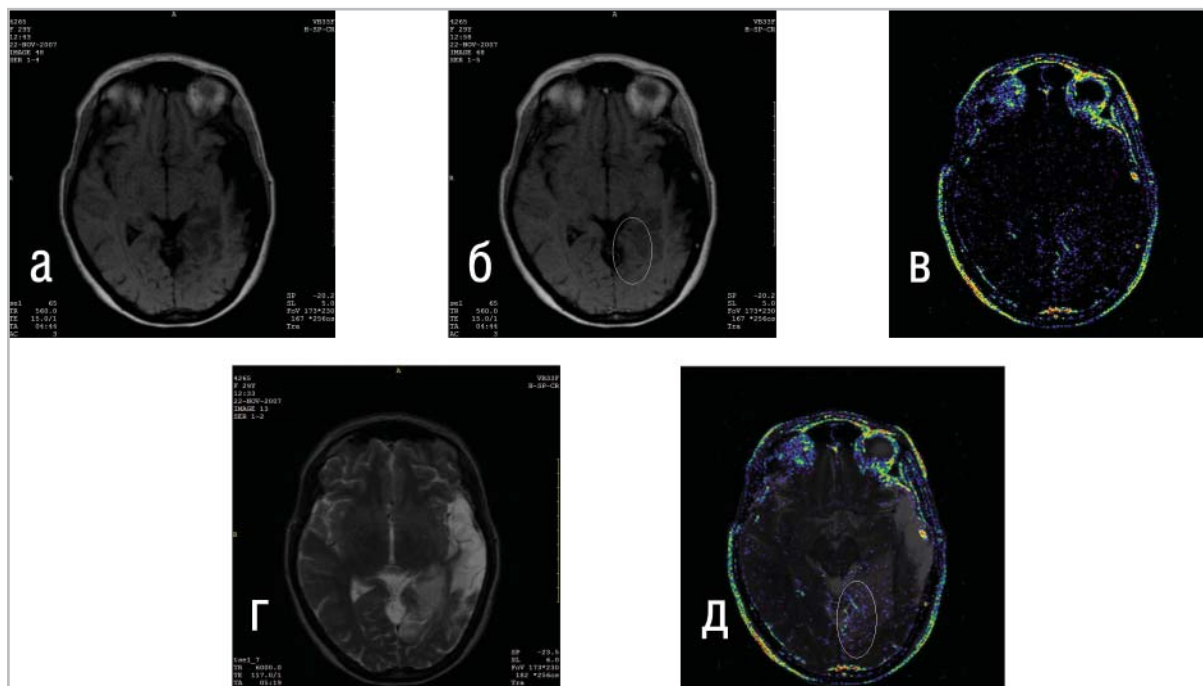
Перинфарктный тип накопления контраста-парамагнетика в ходе контрастированной МР-томографии у пациента с ишемическим инсультом в бассейне ЗМА слева.
